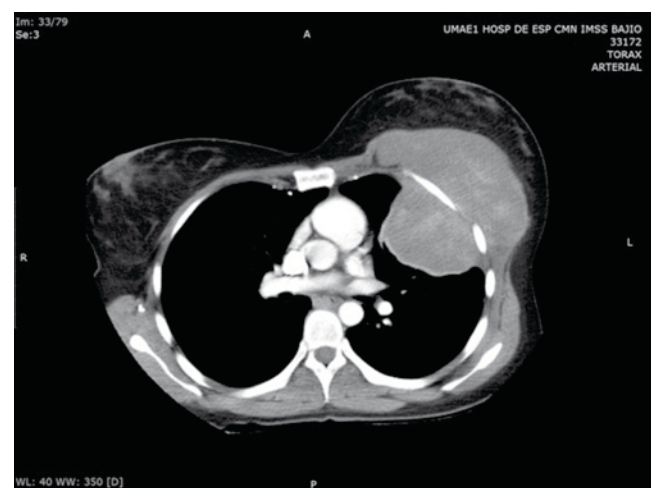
Imagen arterial de tomografía computarizada de tórax, en la que se aprecia tumor en parrilla costal; lesión mixta con reforzamiento por medio de contraste, con protrusión hacia la glándula mamaria, la cual desplaza de manera anterior, presenta componente intratorácico adyacente al mediastino anterosuperior.
